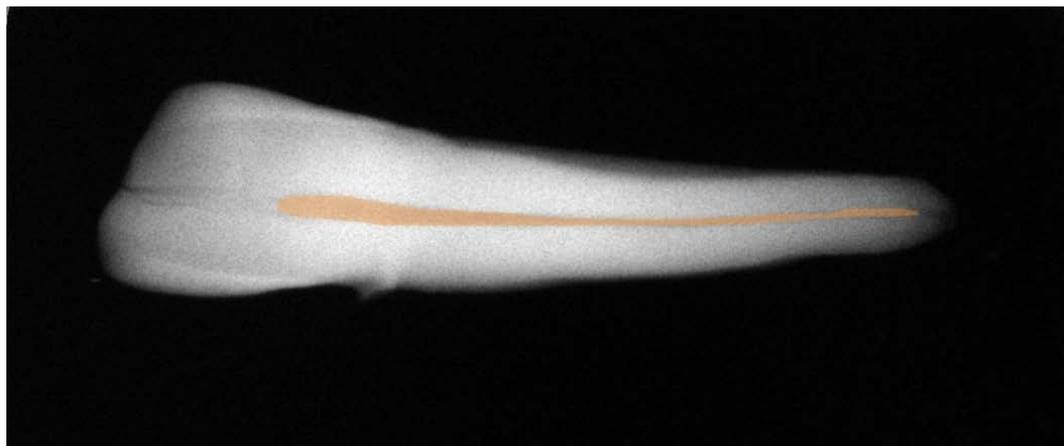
esempio di misurazione della cavità pulpare del canino su una radiografia.
